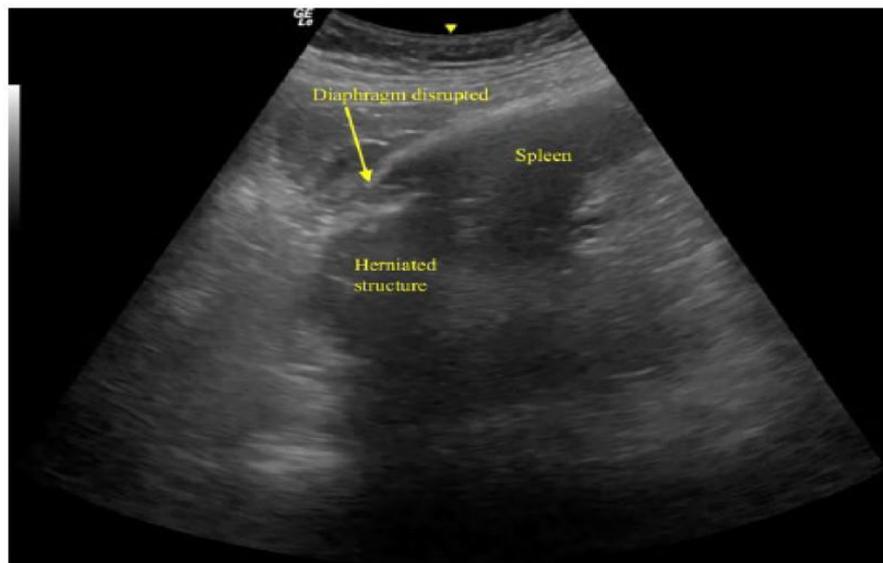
Échographie abdominale montrant une rupture du diaphragme avec des structures en boucle. (72)
